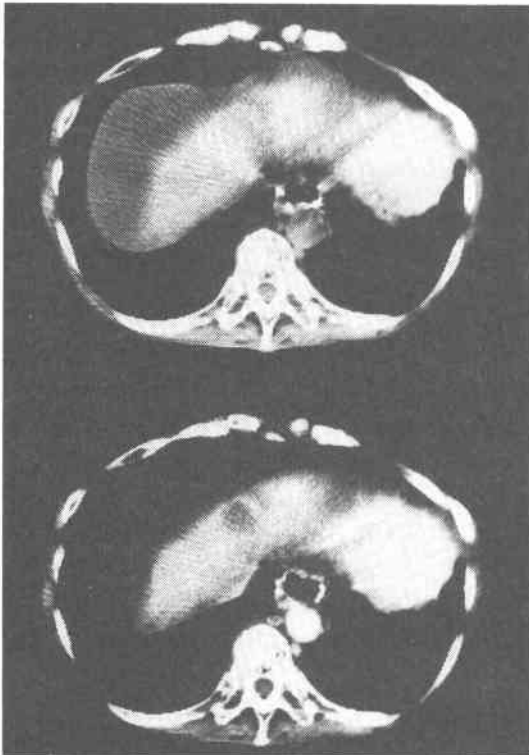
Computed tomography. CT shows low density mass without enhancing effect Upper: Plain CT Bottom: Enhanced CT
